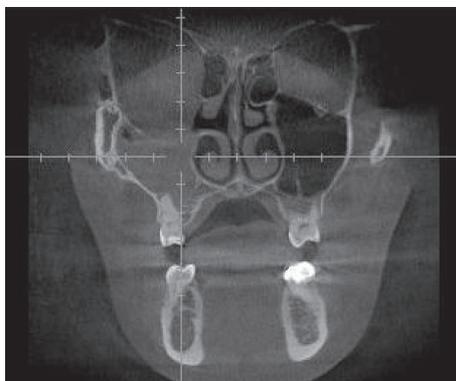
КТ-изображение ОНП в коронарной проекции. Выявляется тотальное затенение правой верхнечелюстной пазухи однородной плотности, уменьшение её объема, деструкция нижней стенки орбиты.
